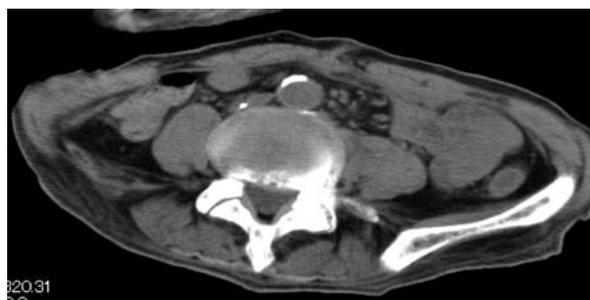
腹部骨盤部単純CT検査 (シャントチューブ抜去後)
